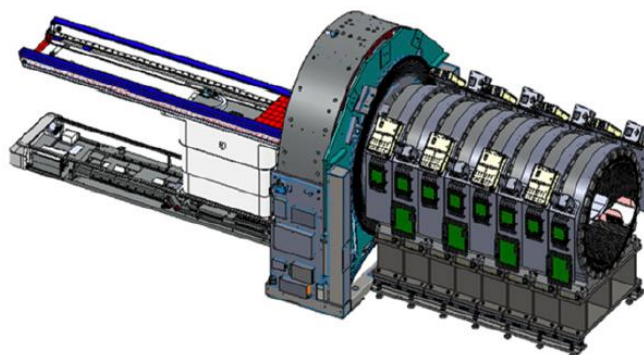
Design grafico embrionale della uEXPLORER PET/CT scanner [7]
